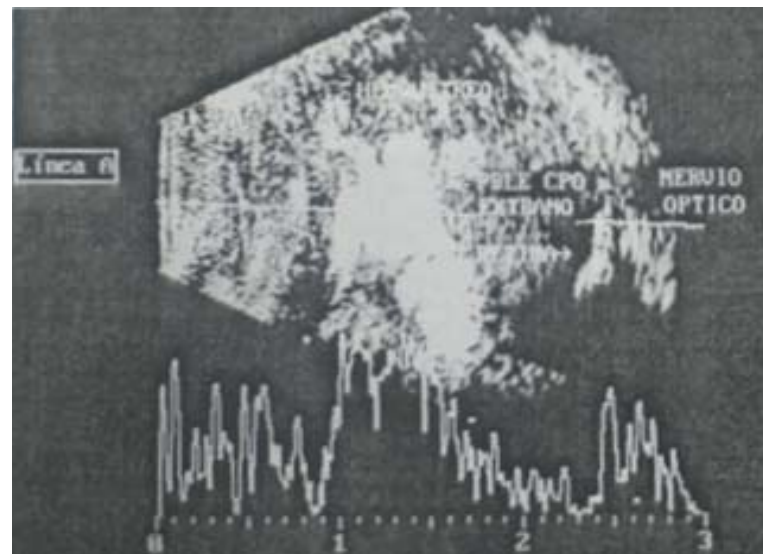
Ecografía modo A y B, cavidad vítrea con ecos de moderada y alta intensidad.
